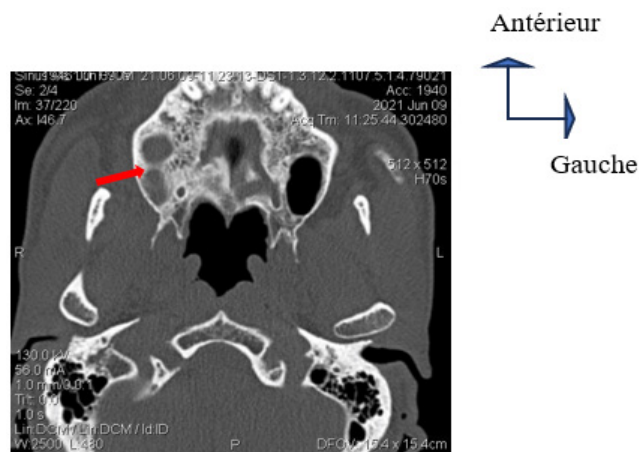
coupe TDM axiale montrant le comblement du sinus droit et ses 2 septa (flèche rouge), le sinus gauche est sain
